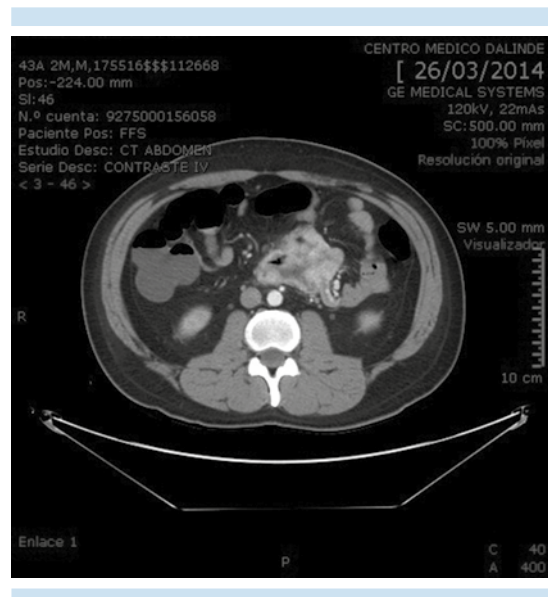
Tomografía computada de abdomen en fase contrastada: tumor irregular dependiente de yeyuno con componentes intraluminal y exofítico. El corte transversal muestra un realce parietal importante y una leve acumulación de gas intraluminal del asa comprometida.
